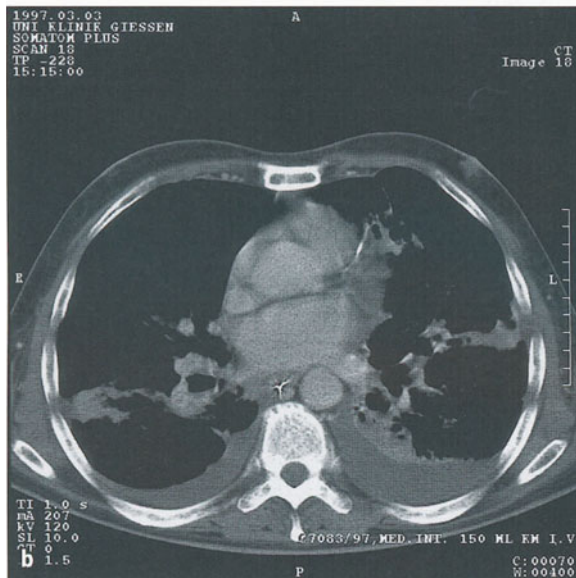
Multiple Staphylokokkenherde bei Rechtsherzendokarditis. a Thorax im Liegen: Grobfleckig konfluente Entzündungsherde beidseits. Die Einzelherde sind erheblich größer als die azinären Herde am Beginn einer Bronchopneumonie. Die Aufnahme im Liegen lässt keine Einschmelzungshöhlen erkennen, da der Höhleninhalt noch nicht vollständig abgehustet ist. b Computertomographie: Die korrespondierenden Schichten im Weichteil- und Lungenfenster zeigen Pleuraergüsse beidseits, ein durchgängiges Bronchialsystem, wenn auch mit Kaliberschwankungen und Wandverdickungen, sowie unregelmäßig konfigurierte Nekrosehöhlen in der linken Lunge, teils mit dünnerer, teils mit dickerer Wand. Die Infiltrationsbezirke orientieren sich nur teilweise an den großen Bronchien und Gefäßen und weisen in der Regel keine anatomischen Grenzen auf
